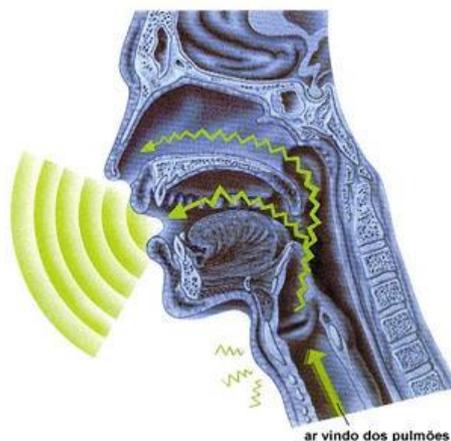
Ar expirado durante fonação, percorrendo laringe e cavidades de ressonância vocal.
